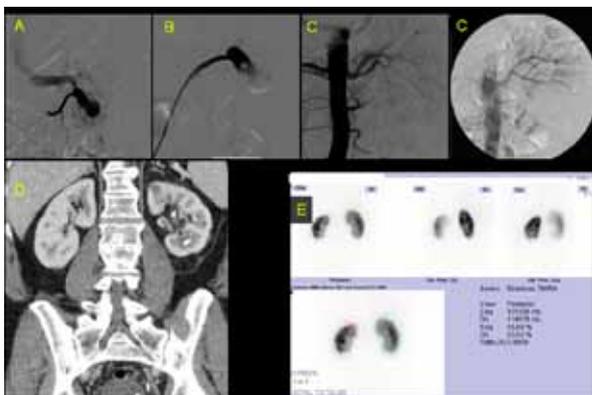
A - Angiografia evidenciando fístula arteriovenosa (FAV) polar inferior esquerda; B - Embolização superseletiva da FAV; C - Angiografia pós-embolização superseletiva evidenciando oclusão completa da FAV; D e E- TC e cintigrafia renal (DMSA), seis meses após, com parênquima renal sem aparentes áreas isquêmicas.
